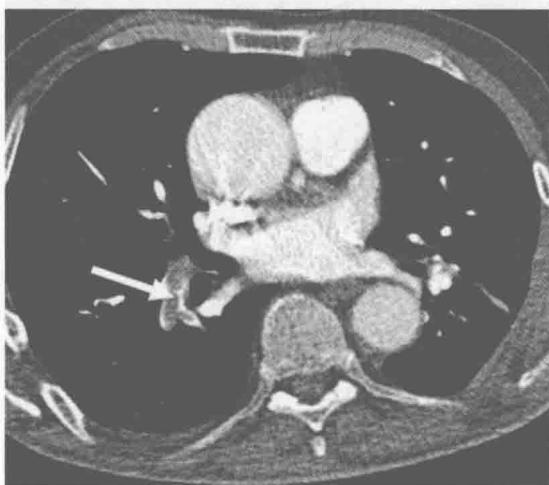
隐匿性肺动脉栓塞病。术后腹部CT显示在肺底部水平(未显示)右下肺动脉段内有一可能是充盈缺损的病变。患者被召回行CT肺血管造影,证实为广泛的肺动脉栓塞病(箭)
